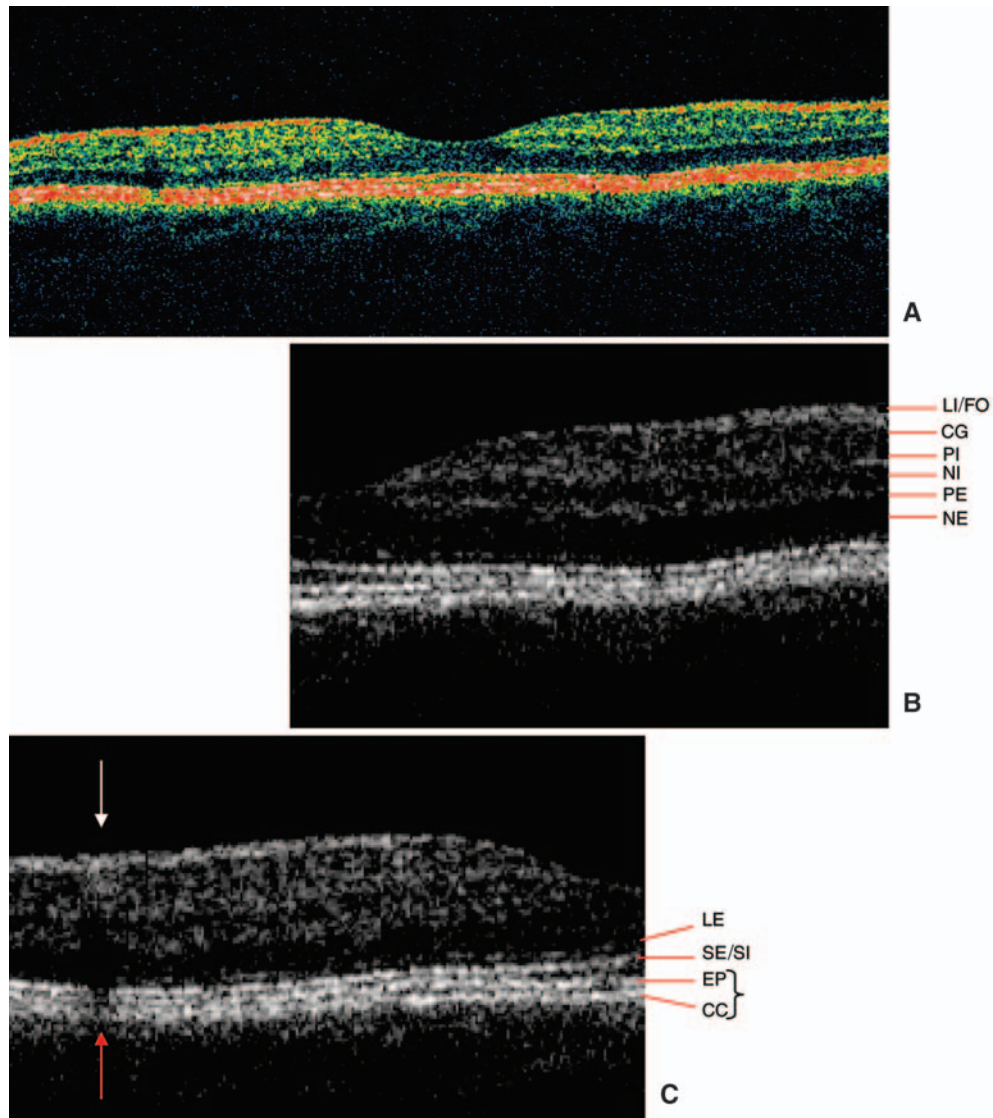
Interprétation de l'optical coherence tomography (OCT) d'une macula normale.
